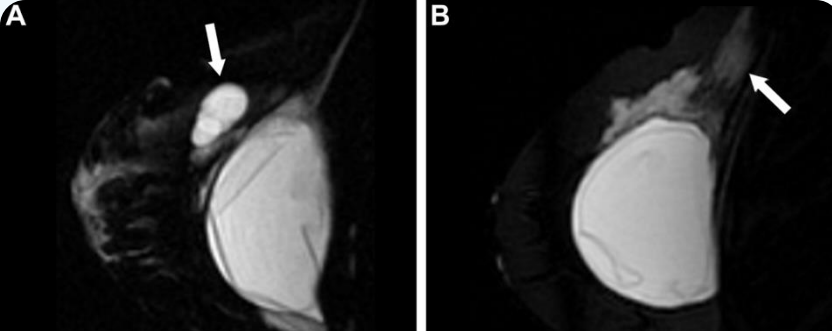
Rotura intra y extracapsular bilateral. RM selectiva para silicona: granuloma de silicona derecho (siliconoma) (A) y silicona libre infiltrando el pectoral (flecha) por rotura extracapsular del implante izquierdo (B). Además, signos de rotura intracapsular bilateral y adenopatías con contenido de silicona en el lado izquierdo (no mostrado).
